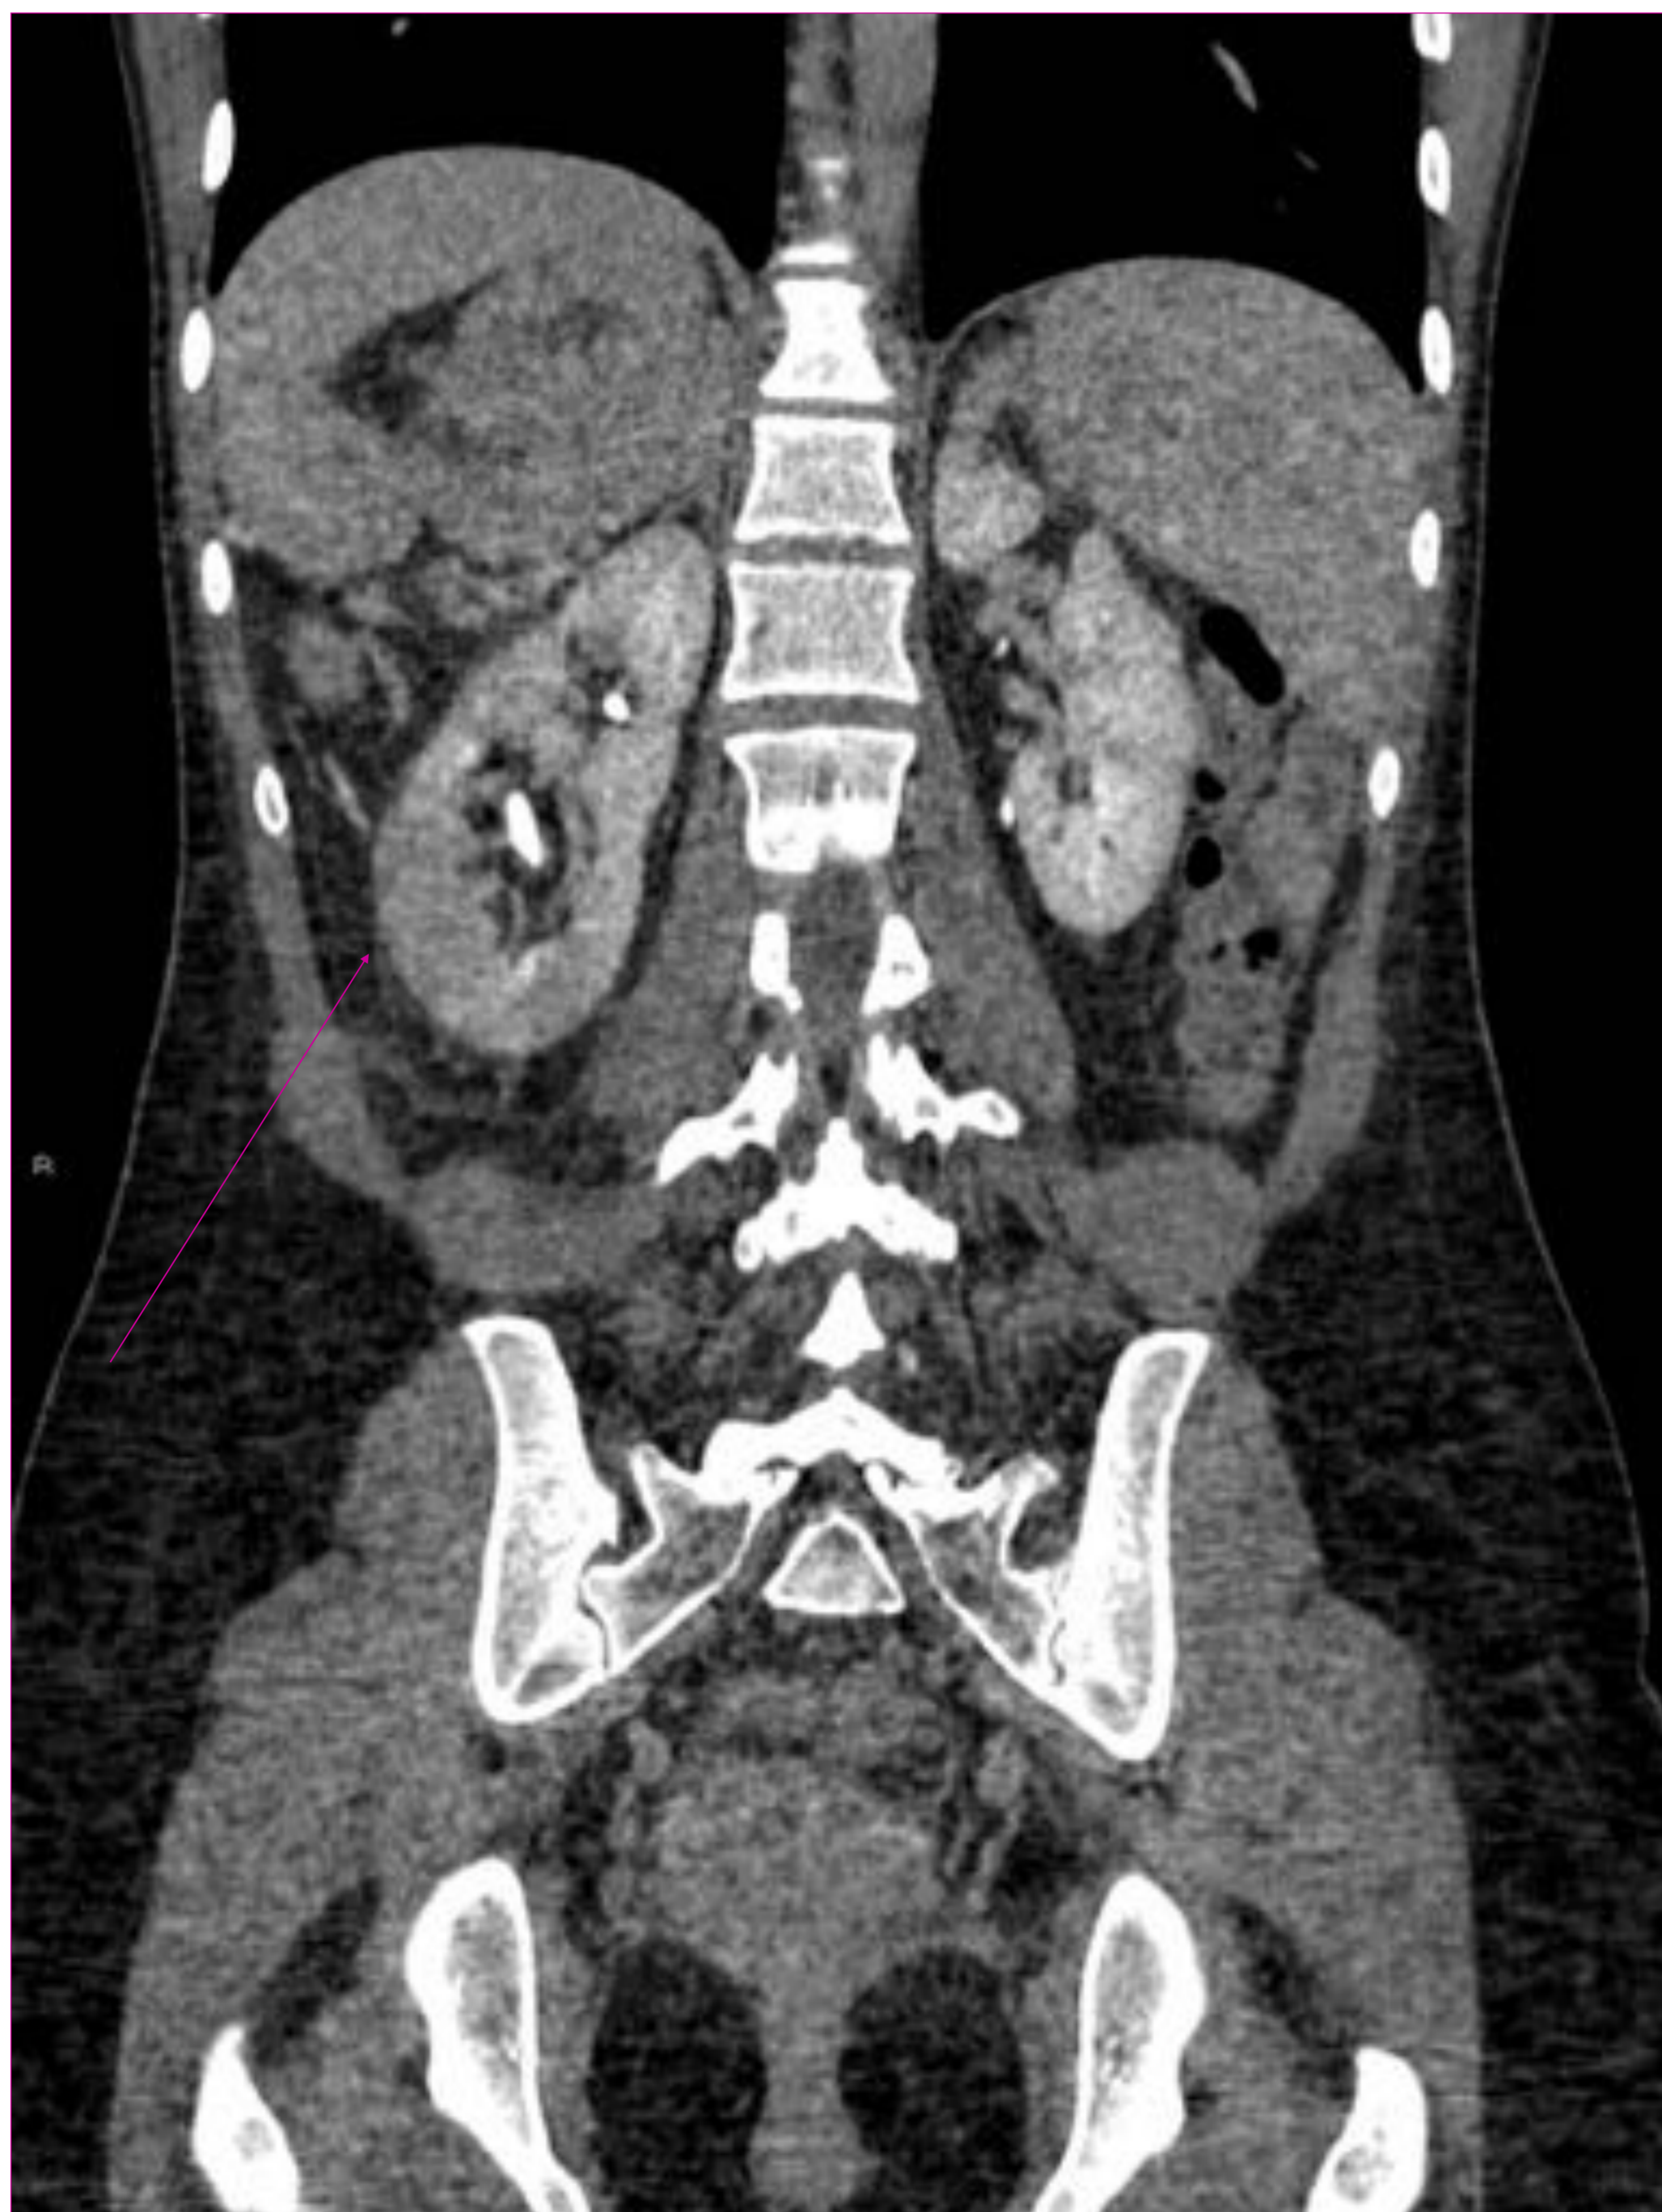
TC coronal con contraste iv. Hipodensidades corticales mal definidas en el polo inferior del riñón derecho (flecha)
